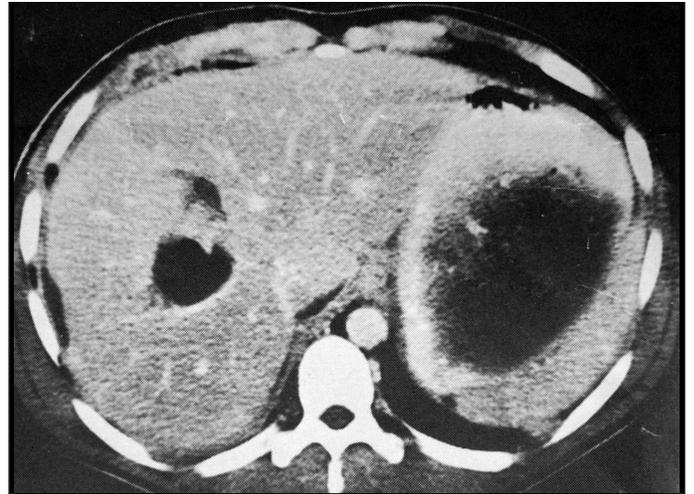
Tomografia computadorizada - Redução do hematoma, nove dias após o primeiro exame.
